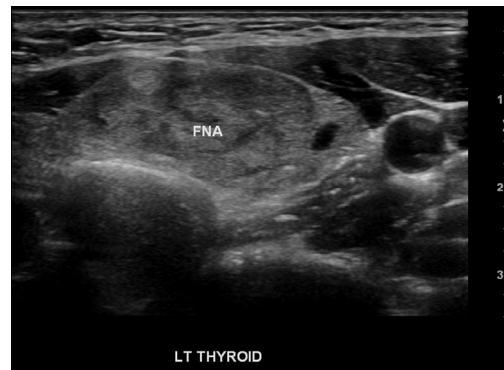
Neck ultrasonography (US) findings. 2.96 cm-sized lesion was identified at the left thyroid lobe, which was suspicious for malignancy. Fine needle aspiration (FNA) was done.
